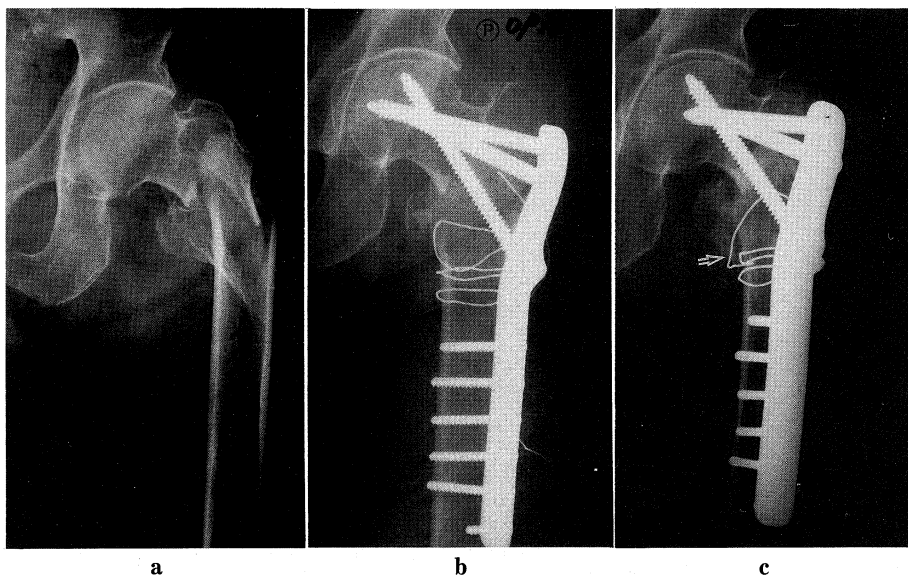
Case 7. (a) Preoperative roentgenogram showing the Type 2 fracture with osteopenia. Although the good alignment was obtained postoperatively (b), the varus angulation of the femoral head was deteriorated at one month after the operation associated with the broken of the Lambotte wire (arrow) (c).
